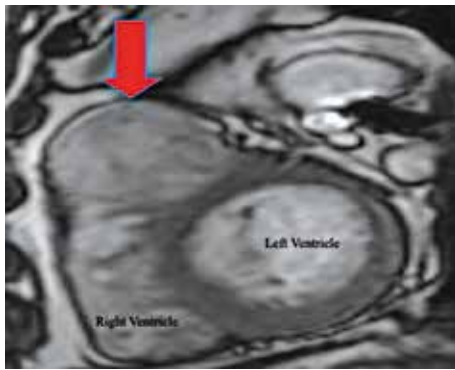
No delayed enhancement mass on cardiac MRI (arrow)
